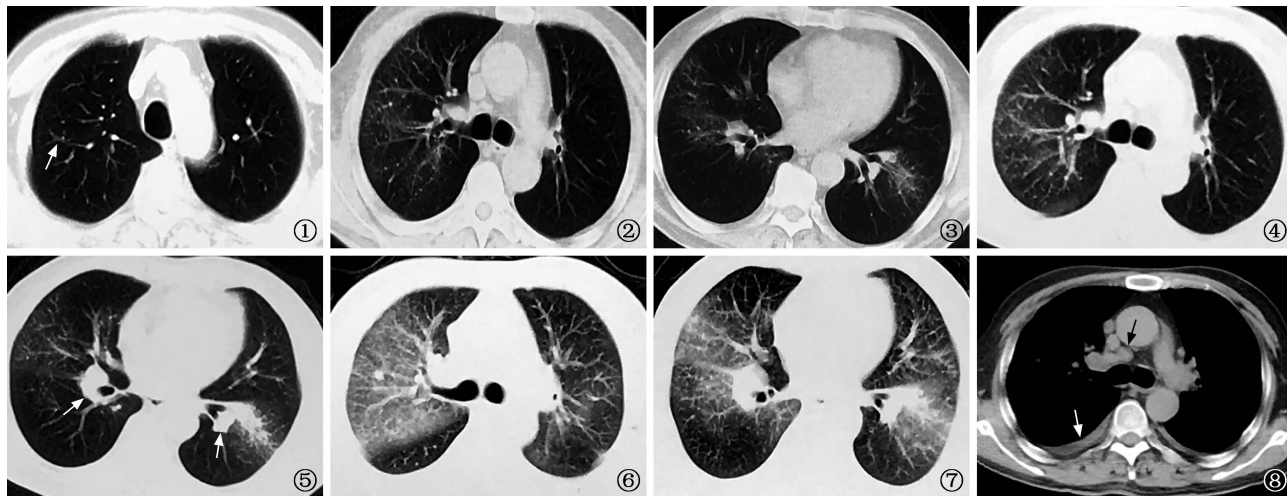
2019 年 1 月 22 日,胸部 CT 肺窗显示右上肺少许结节影(白箭) 图 2,3 2019 年 2 月 22 日,胸部 CT 肺窗显示双肺弥漫性病变 图 4,5 2019 年 3 月 4 日,胸部 CT 肺窗显示双肺病变进展,伴肺门淋巴结肿大(白箭) 图 6,7 2019 年 4 月 11 日,胸部 CT 肺窗显示双肺沿支气管血管束分布弥漫性结节及磨玻璃影,伴双肺门淋巴结肿大,病变较前进展 图 8 2019 年 4 月 11 日,胸部 CT 纵隔窗显示纵隔淋巴结肿大(黑箭),双侧胸腔少量积液(白箭)
